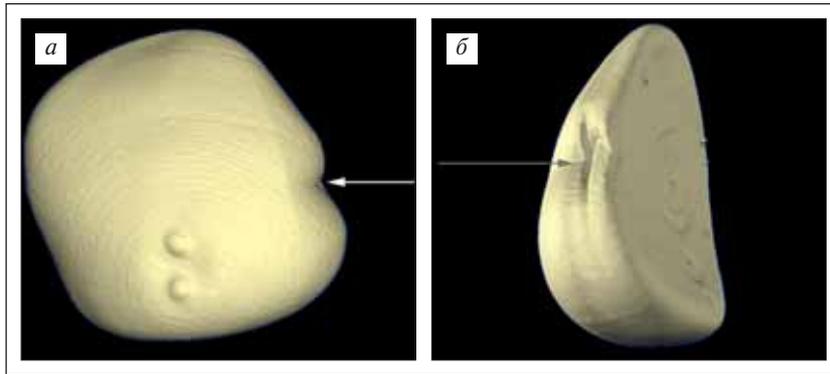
МСКТ-маммография. Трехмерная реконструкция имплантата: а — передняя поверхность; б — боковая поверхность. Определяется деформация и разрыв имплантата по боковой поверхности (стрелка)
